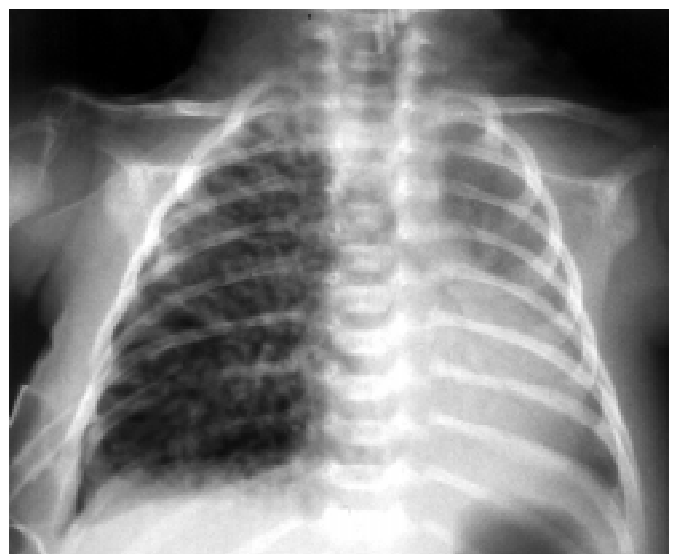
Хворий Л., 6 діб. Рентгенологічні ознаки важкого ступеня інтерстиціальної емфіземи легень при використанні ШВЛ
